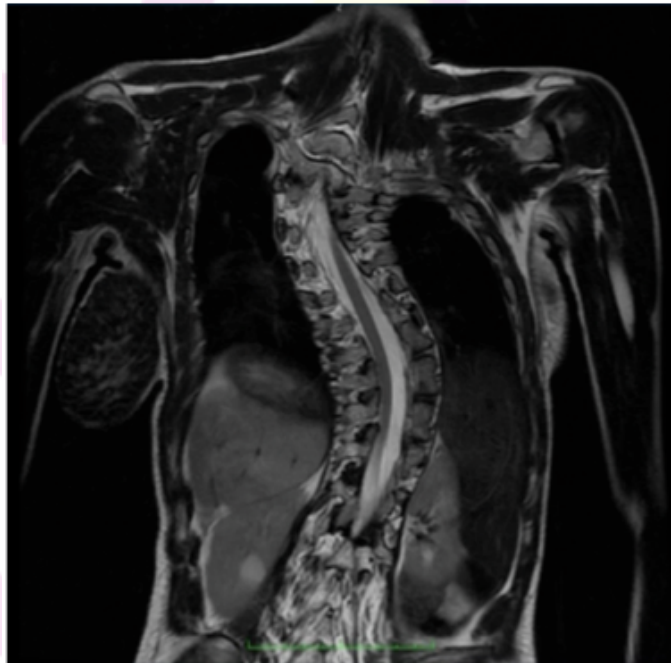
RM con sezione coronale della colonna vertebrale in una Scoliosi idiopatica, in cui si visualizza il canale vertebrale con il midollo spinale che va da convessità a concavità all'interno del canale vertebrale, indicando la presenza di una forza di trazione midollare importante.
